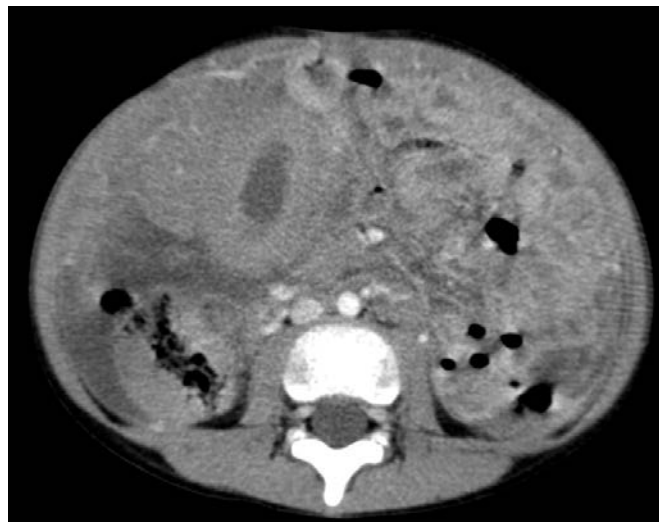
Лимфома Беркитта. Рентгеновская компьютерная томограмма брюшной полости с внутривенным болюсным контрастированием. Свободная жидкость в брюшной полости, утолщение стенок тонкой и толстой кишки. Утолщена и инфильтрирована брыжейка тонкой кишки
